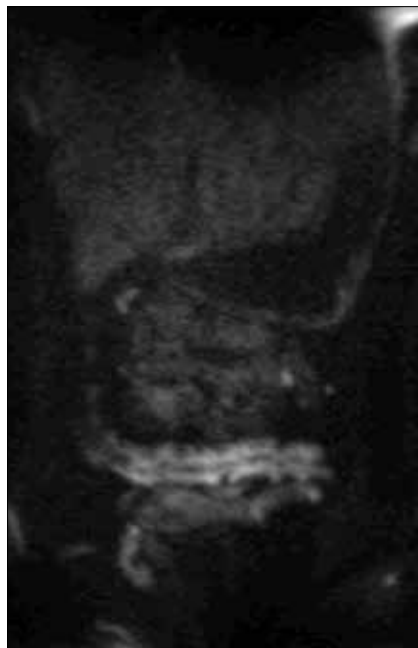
Hypersignal en Diffusion du colon transverse en Colo-IRM (coupe frontale)
